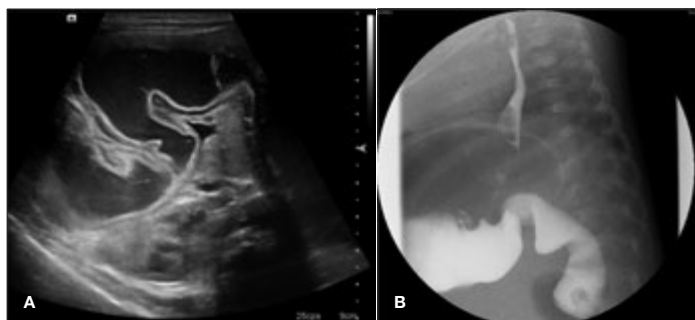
Estudi radiològic. A) Ecografia abdominal: mostra dilatació gàstrica i de les primeres porcions del duodè, on s'observa un canvi de calibre suggestiu d'obstrucció intestinal alta. B) Trànsit esofagogastroduodenal: obstrucció del pas del contrast en la tercera porció del duodè amb una empremta vertical que suggereix la presència de bandes de Ladd.
